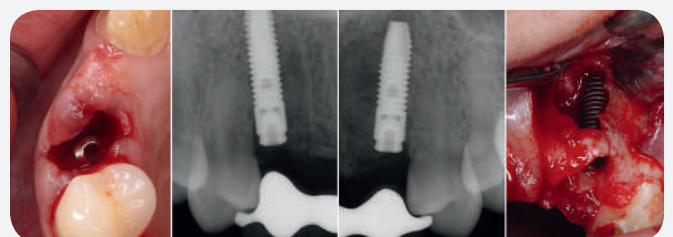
Aspecto de los implantes dentales OsseoSpeed TX recién colocados y las radiografías periapicales de control.
